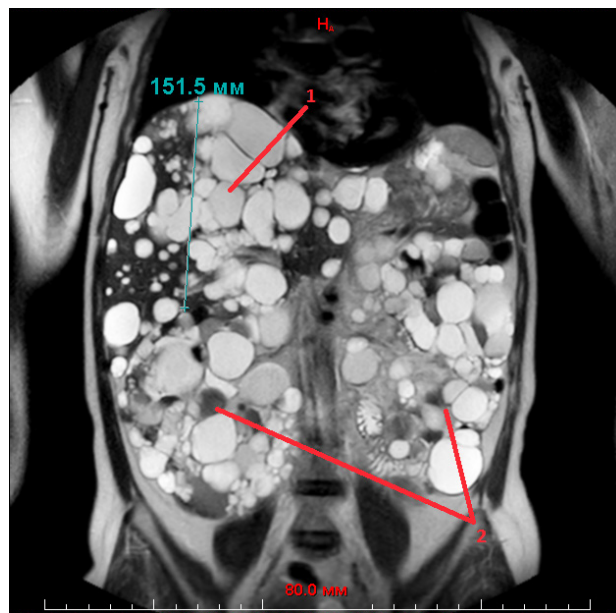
Магнитно-резонансная томография брюшной полости: 1 – поликистоз печени; 2 – поликистоз почек
